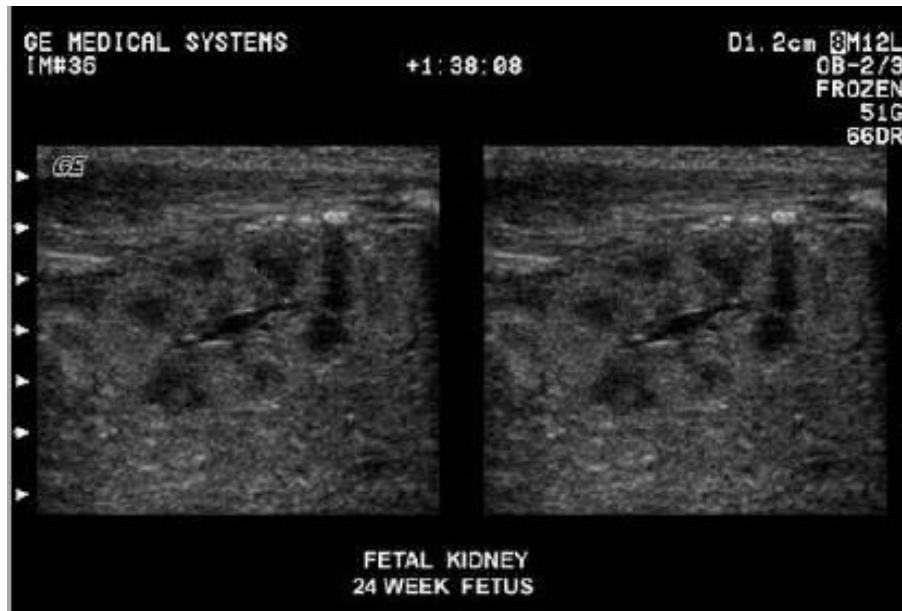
Imagen ultrasonográfica de la longitudinal del riñón fetal.
